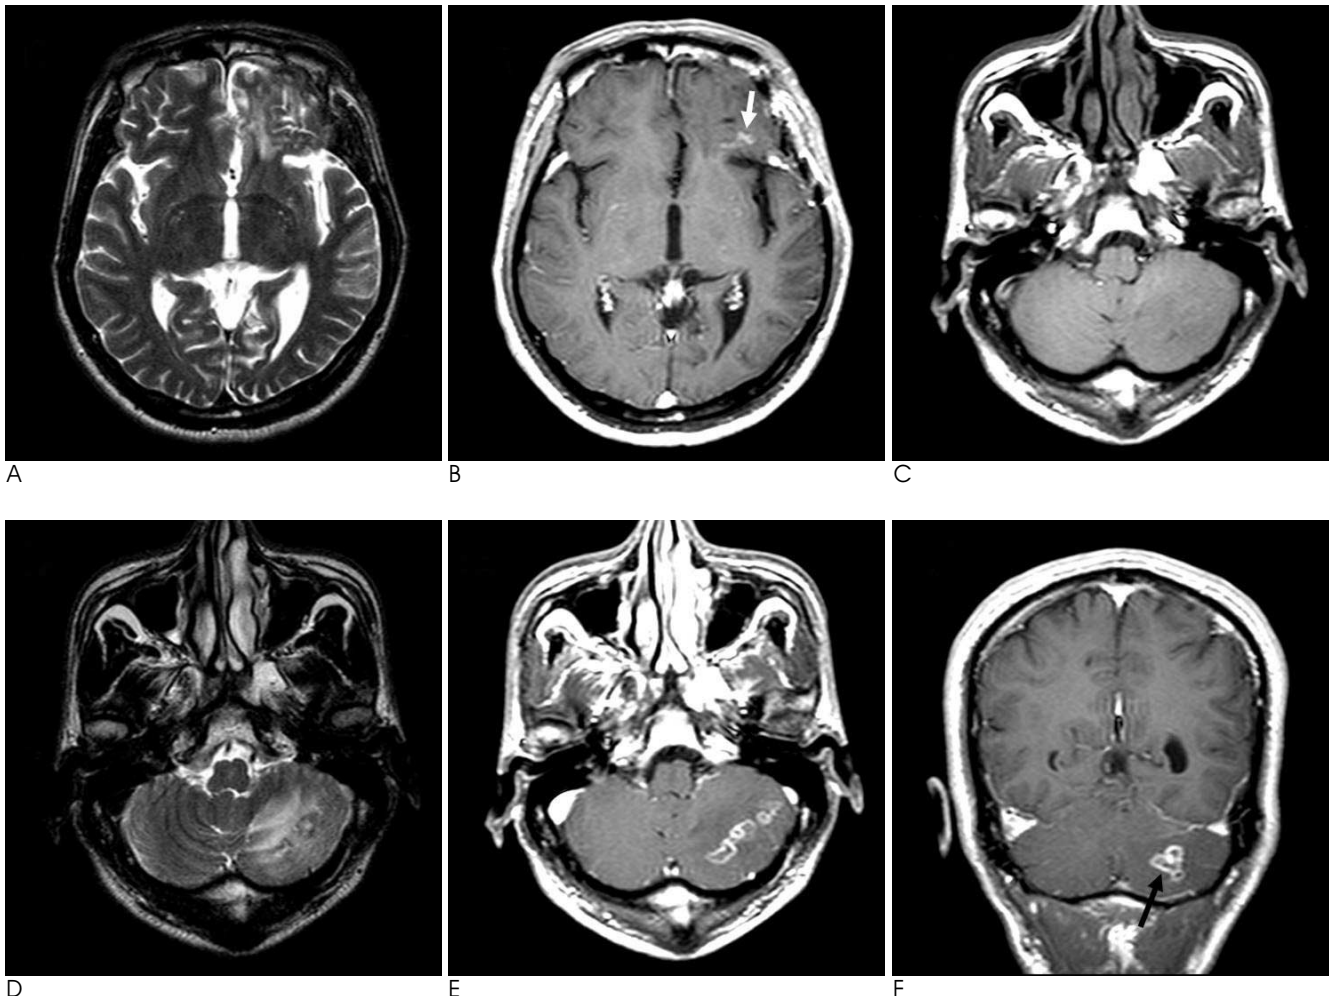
Follow-up MRI on 6 months after left frontal craniotomy.
